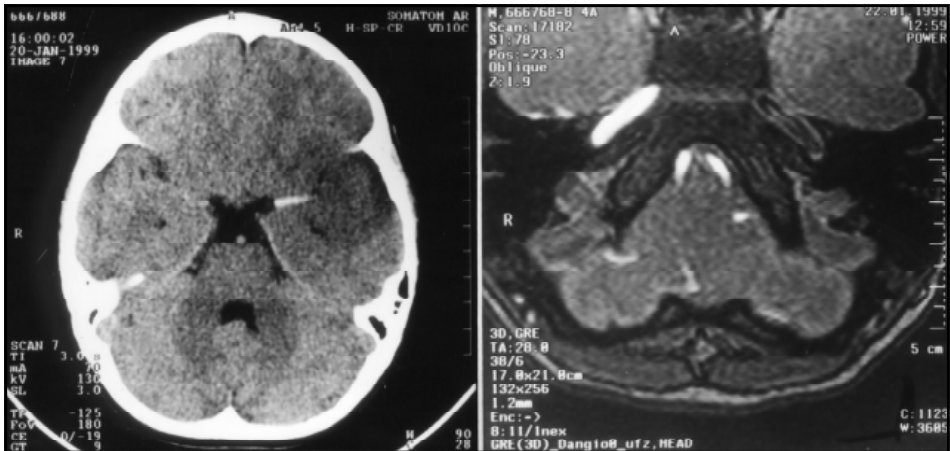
A: CT mostrando trombose do segmento horizontal (M1) da ACM, à esquerda. B: RM evidenciando trombose da ACI, intracavernosa, à esquerda.
